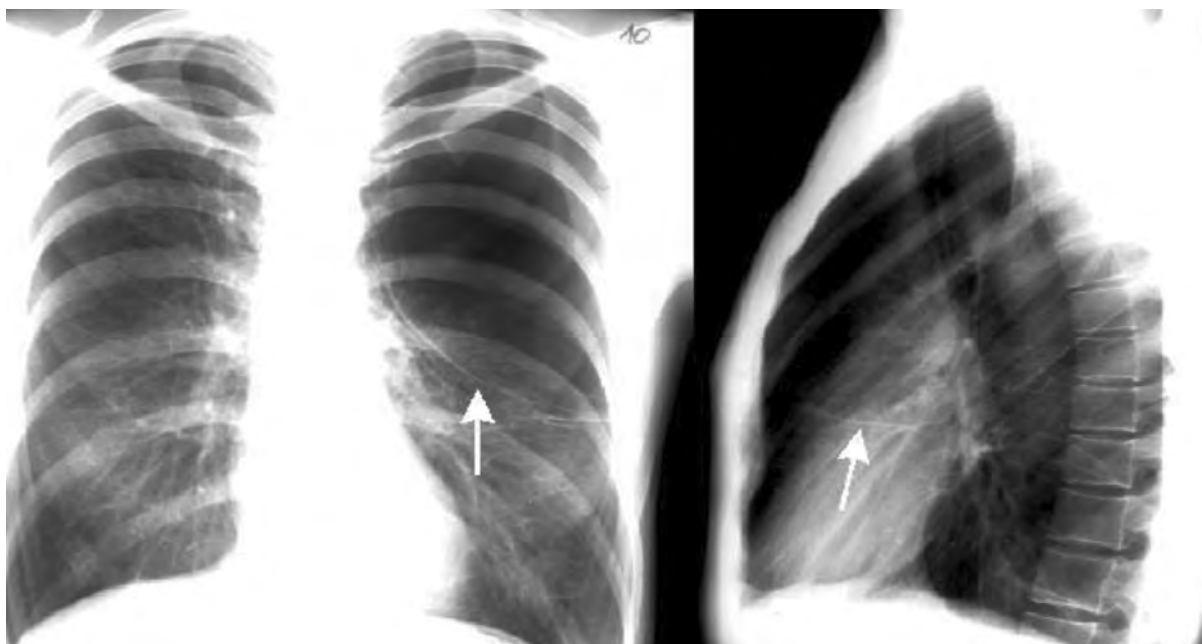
Рентгенограммы ОГП при болезни дефицита альфа-1-антитрипсина.
